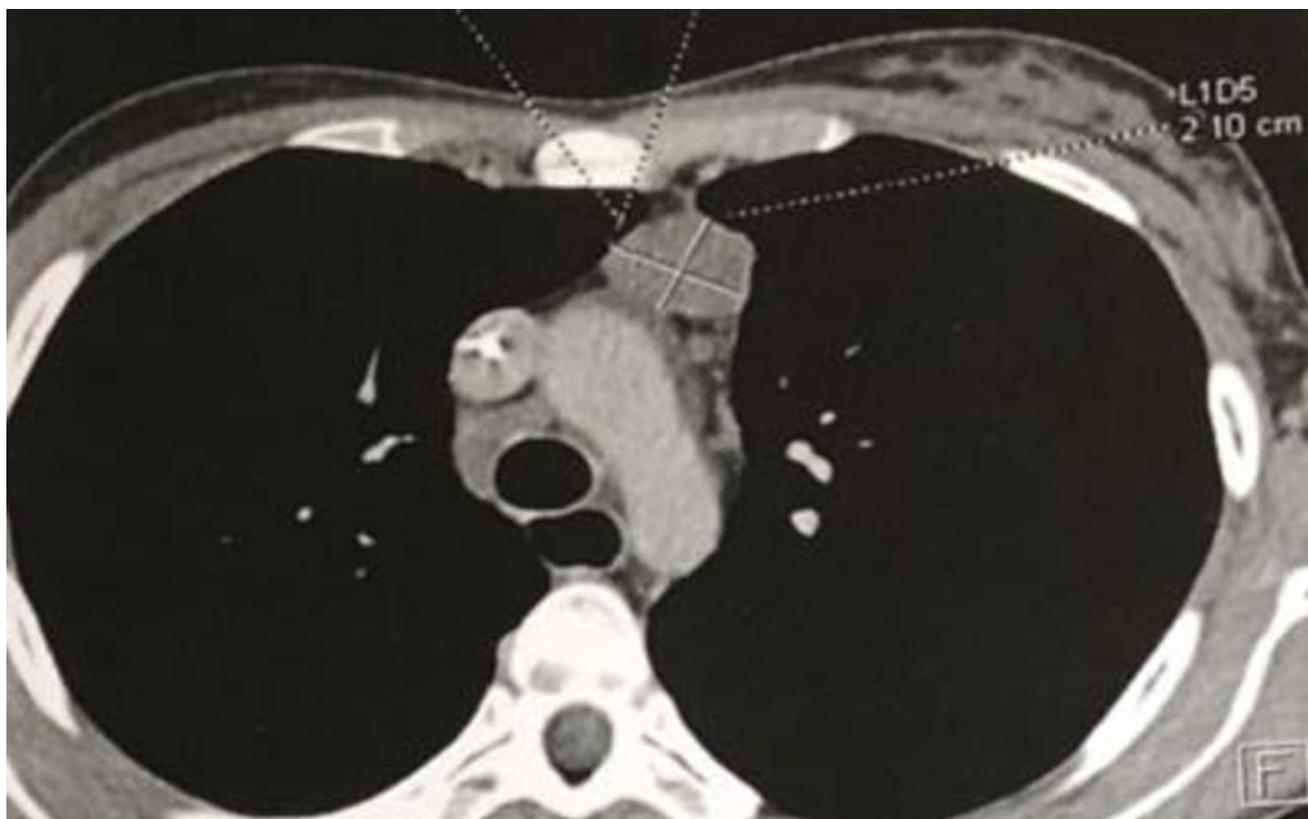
Adénopathie médiastinale antérieure avec dilatation de l'œsophage à la TDM thoracique
